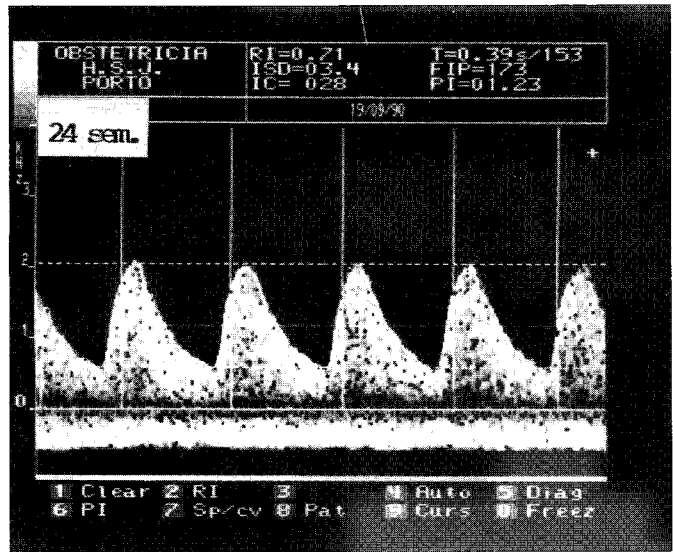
Análise espectral de um fluxo umbilical, obtida por Doppler Contínuo às 24 semanas de gestação.
